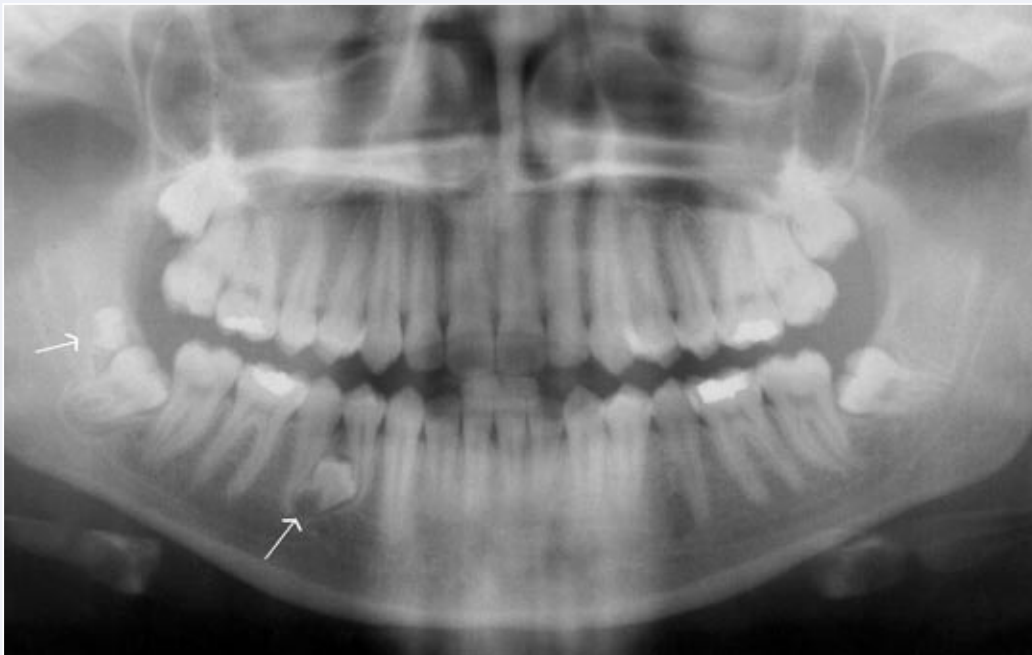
Radiografía panorámica a los 19 años. Obsérvense el premolar SN entre el 44 y el 45 y el distomolar por detrás del 48.
